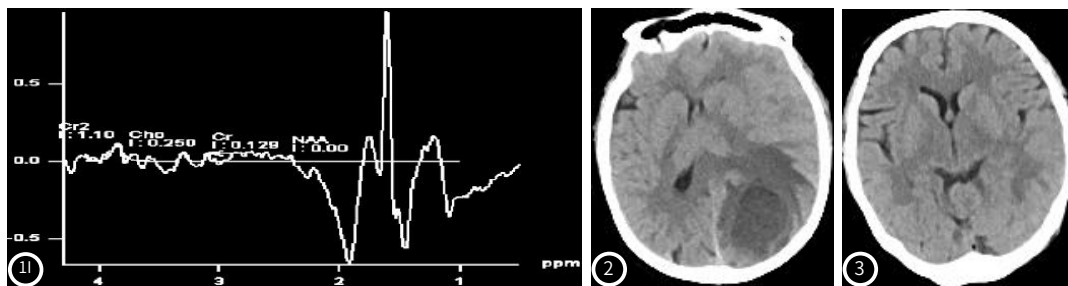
图1I 患者入院时的CT和MRI。图1A CT见右侧颞枕叶见团片状低密度影，周围见环状稍低密度影；图1B T1WI低信号；图1C T2WI混杂高/稍高信号；图1D T2WI/FLAIR高信号；图1E 囊壁及囊内DWI可见水分子扩散受限；图1F ADC图低信号；图1G、1H增强可见囊壁环形强化；图1I 右颞枕叶病灶囊壁边缘及囊内可见LAC峰升高，NAA峰、CHO峰和CR峰降低。
